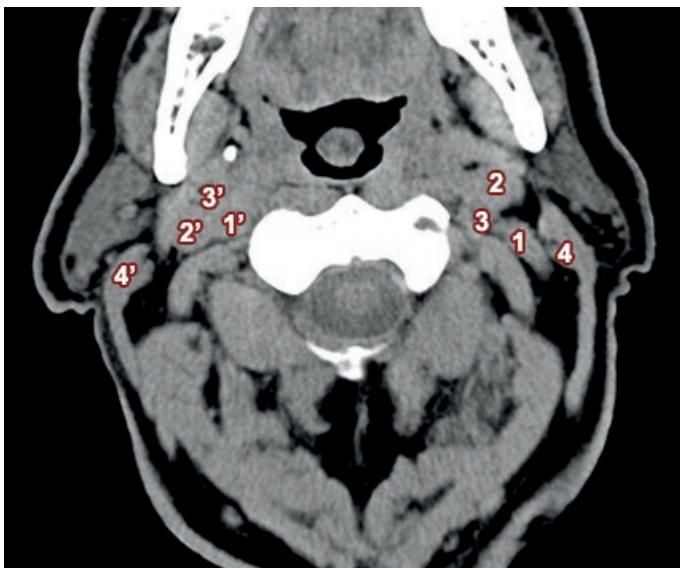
TC de cuello sin contraste. 1) ACI izquierda acodada. 1. 1') ACI derecha. 2, 2') VYI. 3, 3') Arteria carótida externa. 4, 4') Músculo Esternocleidomastoideo
